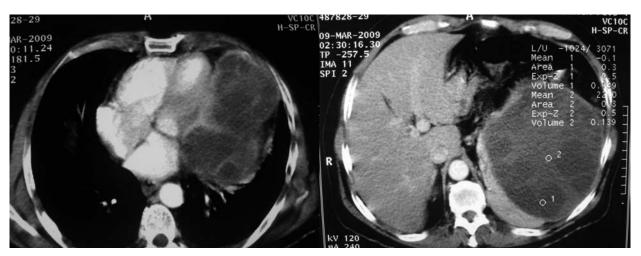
La tomografía axial computarizada muestra una gran formación hipodensa (12x18x27cm), ovoide, bien delimitada, aparentemente dependiente del bazo, lobulada, con septos e imágenes redondeadas en su interior, que no se realza tras la administración del contraste.
